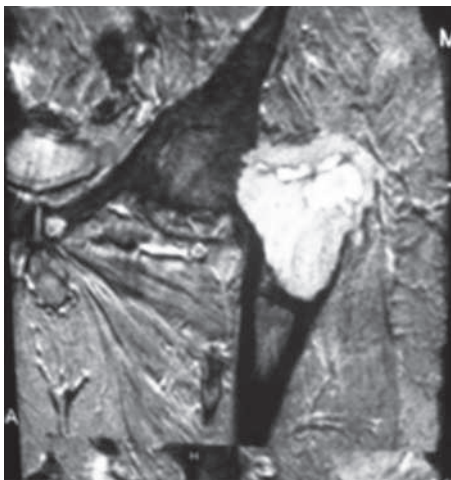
RMN de pelvis donde se aprecian las lesiones líticas en epífisis femoral derecha.
